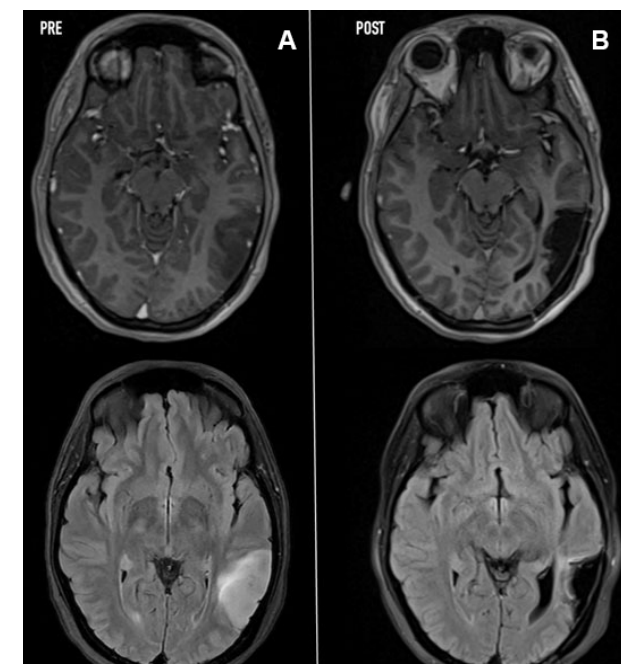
Caso 5: RM pre y postquirúrgica. A) RM prequirúrgica en secuencia T1 con gadolinio y FLAIR. B) RM postquirúrgica con discreta hiperintensidad en FLAIR a nivel anteromedial correspondiente al límite funcional durante la estimulación eléctrica directa.
